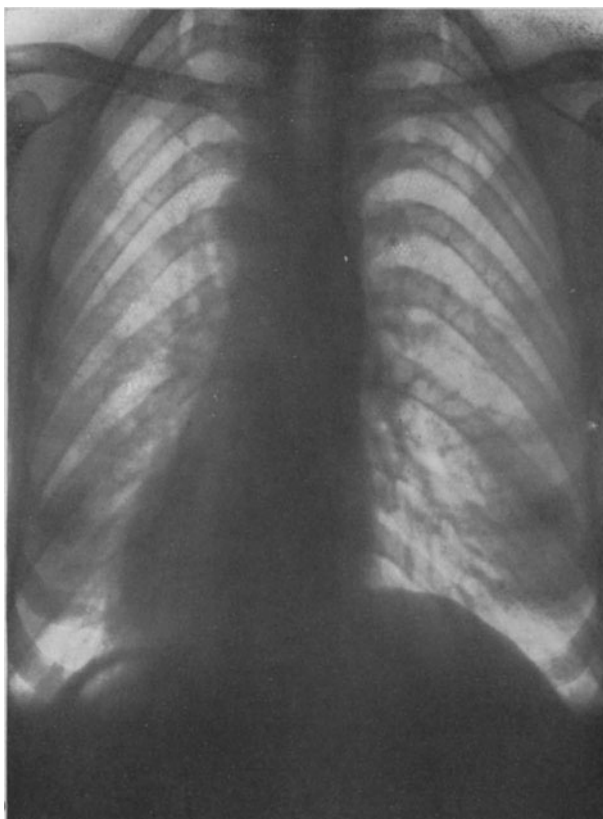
Sog. paralytischer Thorax einer klinisch und röntgenologisch gesunden Frau. Man sieht von der Rückseite der Untersuchten in die Brustorgane hinein: rechte Seite der Untersuchten der rechten Seite des Beschauers gegenüber (ventrodorsales Bild).
